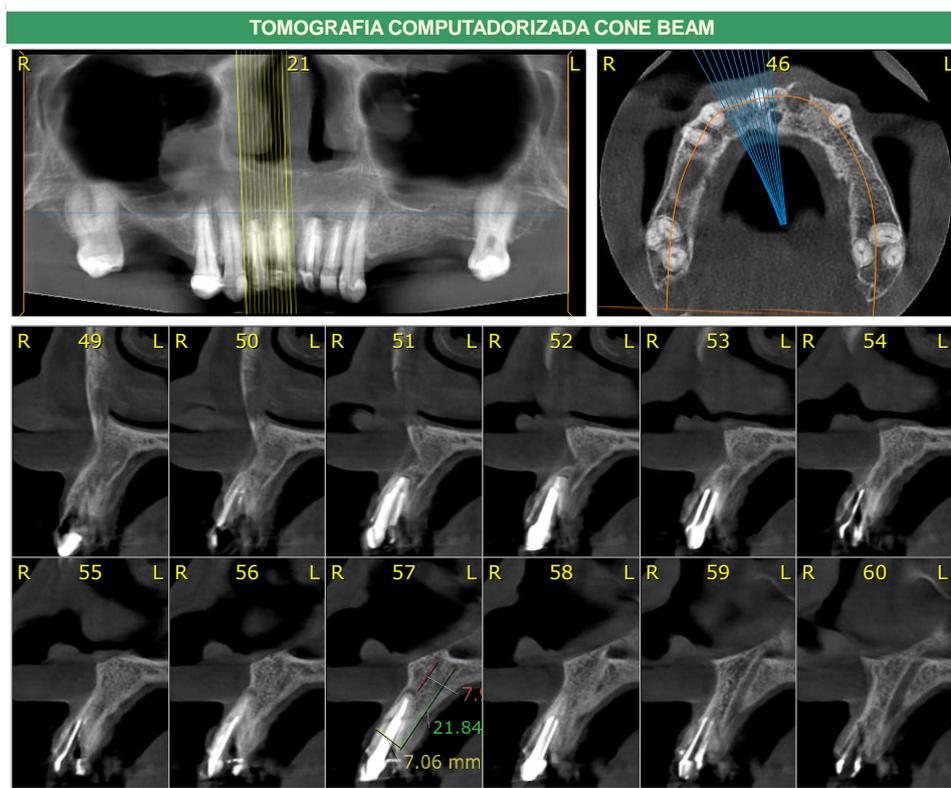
Tomografia Inicial das Unidades 11 e 12
